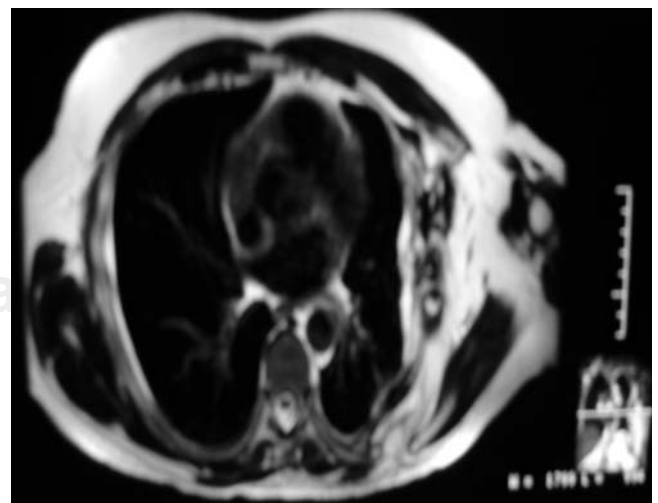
RM imagen axial, zona de colección irregular de bordes de aspecto fibrótico, fistulizados.
